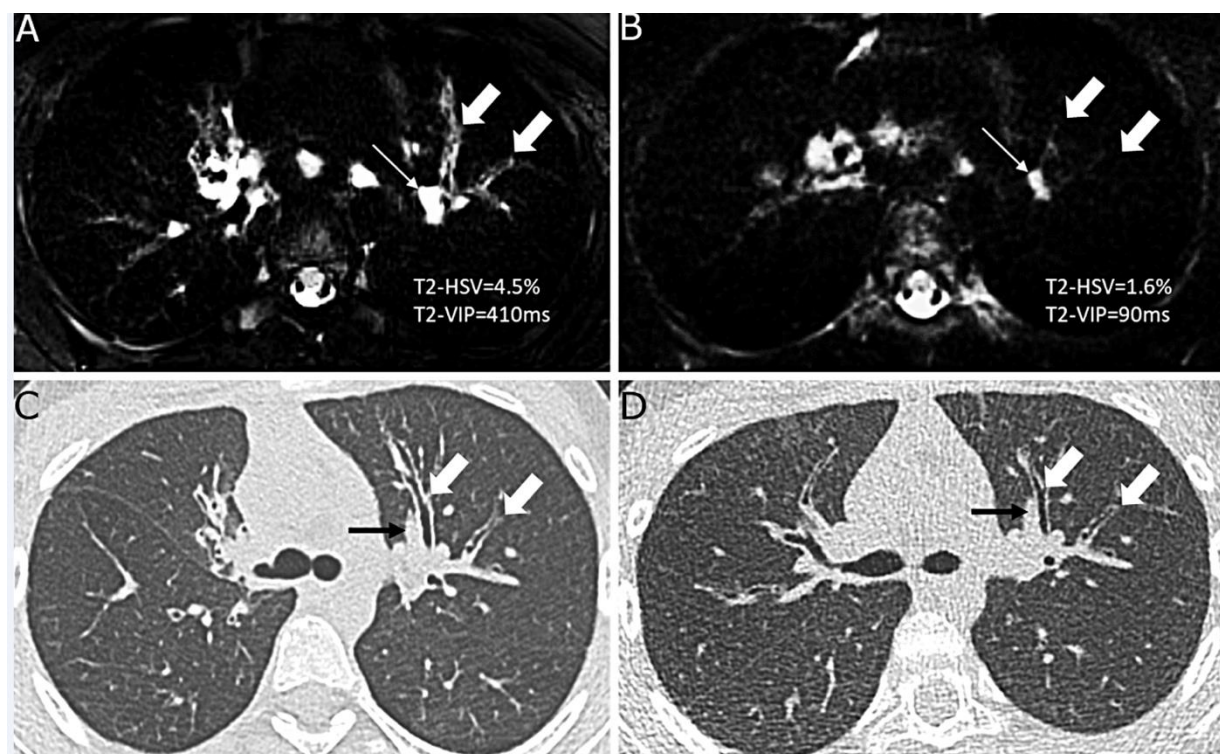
24-year-old female with cystic fibrosis, before (A,C) and after (B,D) intravenous antibiotic treatment for a pulmonary exacerbation. Axial black-blood contrast T2 radial turbo spin echo sequence (A, B) and axial non-contrast CT scan (C,D). White arrows indicate segmental bronchi of the left upper lobe that have a markedly increased T2 weighted signal intensity contrast during exacerbation (A). Note the lack of normal vessel visibility on both A and B images. Using CT, there was subjective bronchial wall thickening (C) that did not reach the objective threshold of more than 1x the diameter of the adjacent vessel (black arrows), both before (C) and after (D) treatment. A decrease in size and signal intensity of intra-pulmonary lymph nodes (thin white arrows on A and B images) is also shown. Finally, as shown in images A and B, the overall quantification of relative high-signal-intensity volume (T2-HSV) and volume-intensity product (T2-VIP) decreased after treatment by -63% and -78%, respectively.
